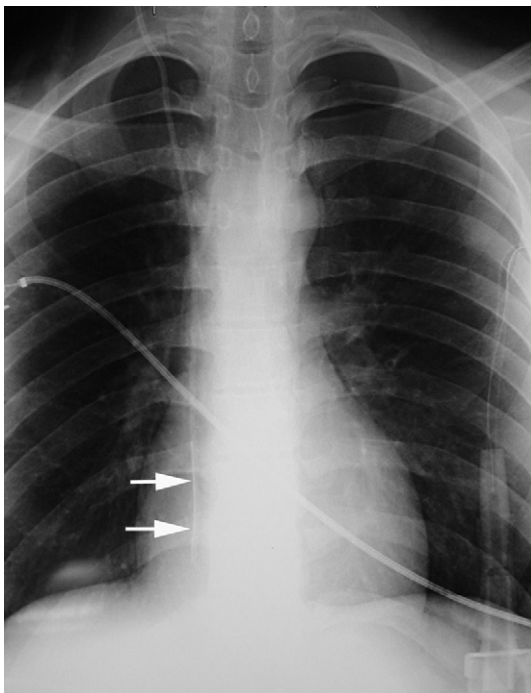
Radiographie thoracique de face. Malposition de l'extrémité distale du cathéter au niveau de l'oreillette droite (flèches).
